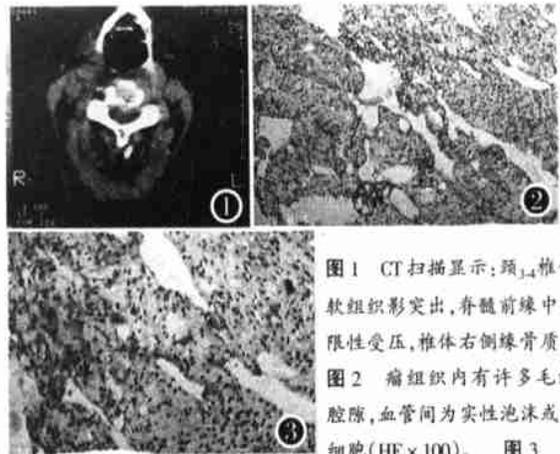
CT扫描显示:颈<sub>3,4</sub>椎体后缘软组织影突出,脊髓前缘中央区局限性受压,椎体右侧缘骨质增生。
